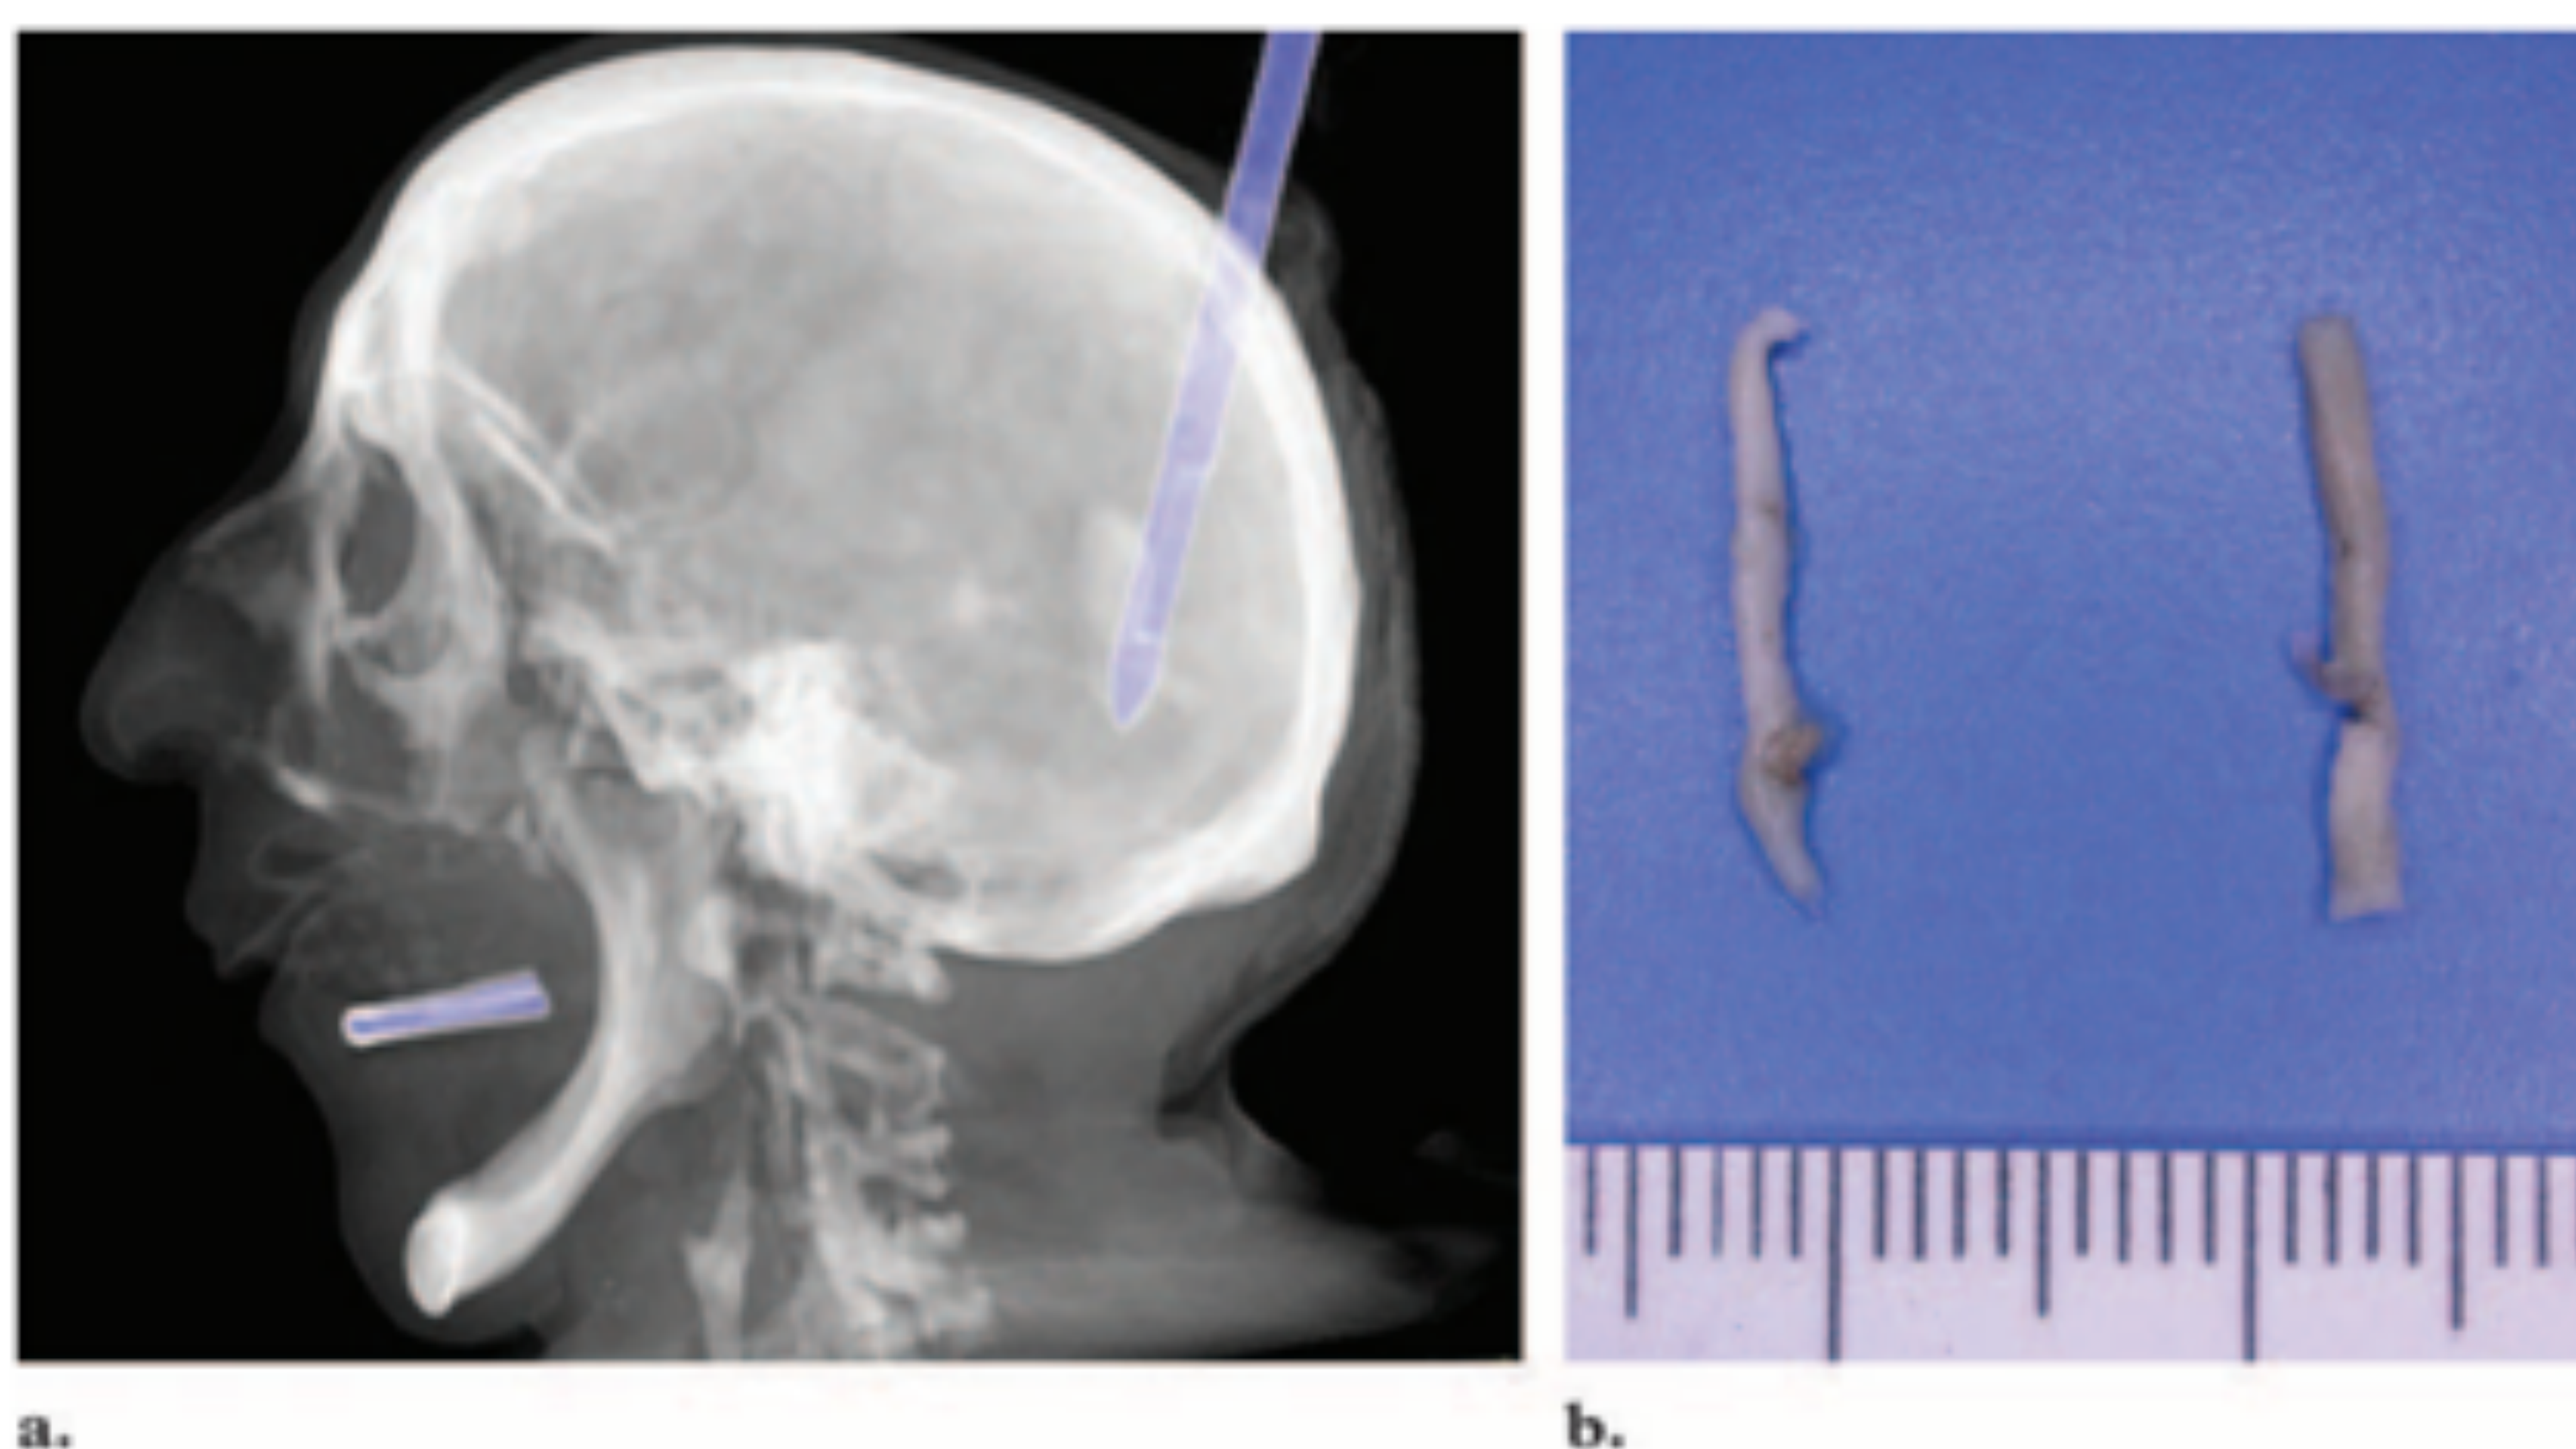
Referencia: Dirnhofer, R., Jackowski, C., Vock, P., Potter, K., & Thali, M. J. (2006). VIRTOPSY: Minimally Invasive, Imaging-guided Virtual Autopsy. *RadioGraphics*, 26(5), 1305–1333.
